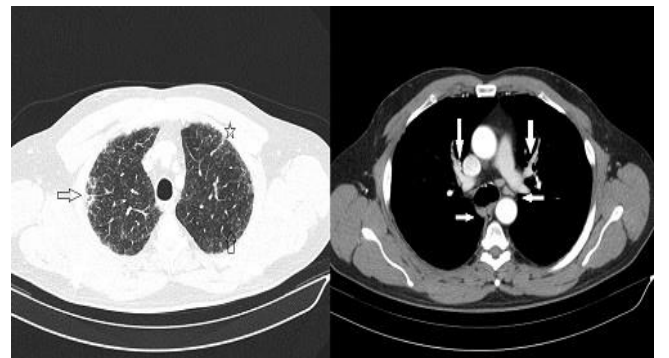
TAC de campos pulmonares medios. En imagen de izquierda se observa engrosamiento septos interlobulillares, pequeñas bronquiectasias de tracción periféricas y algún nodulillo centrolobular. A la derecha adenopatías hiliares bilaterales, paratraqueales derechas, traqueobronquiales y en ventana aortopulmonar
